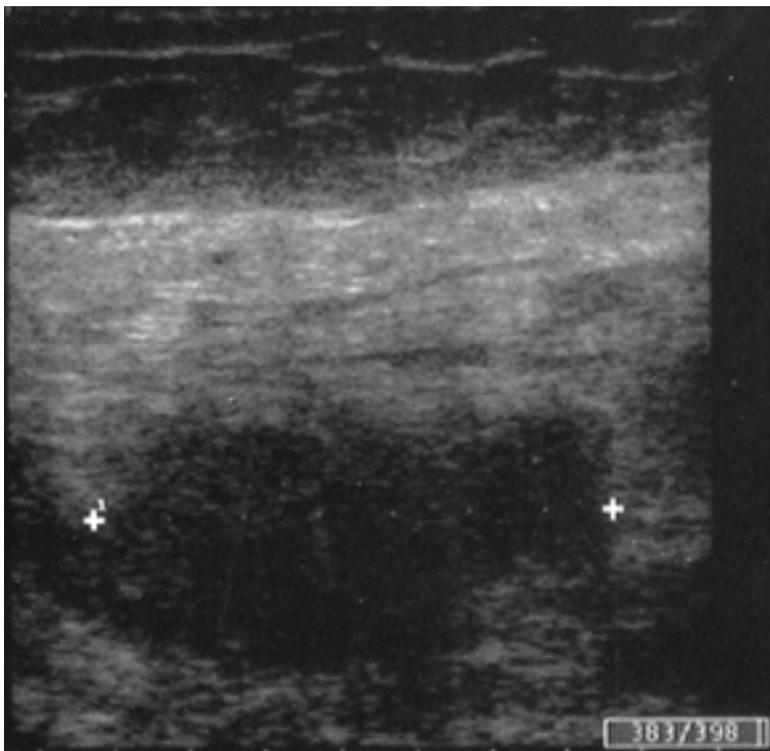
Case 2. Ultrasonography showing a hematoma of the left rectus muscle.
